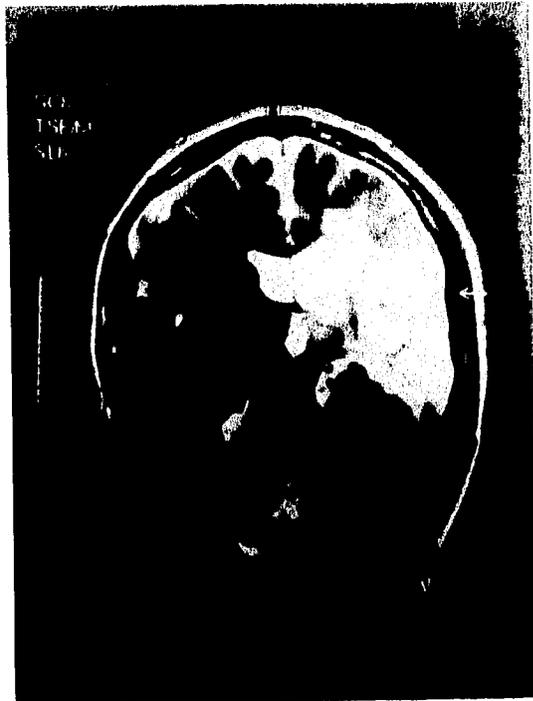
Axial CT scan of the head showing a large, hyperdense, crescent-shaped mass in the right parietal region, consistent with an acute subdural hematoma. The mass causes a significant midline shift to the left and compression of the underlying brain tissue. The skull is intact, and there is no evidence of a fracture. The left parietal region appears normal.
